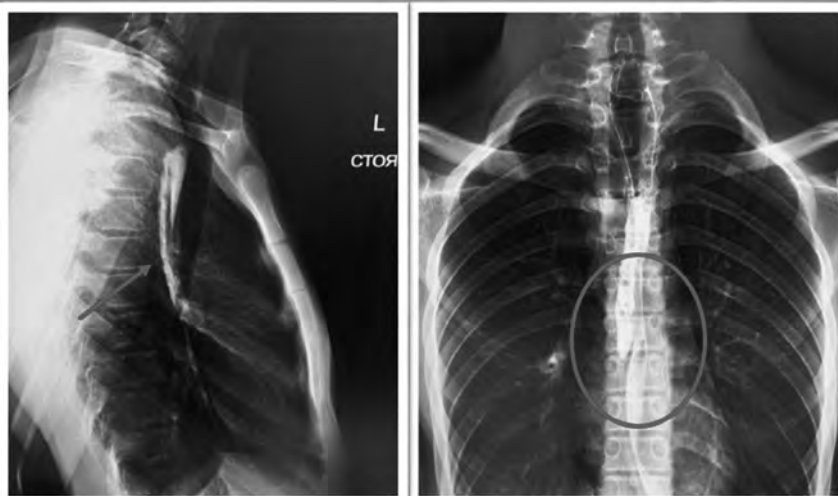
Рентгеноконтрастное исследование пищевода (отмечен участок расщепления стенки пищевода с затеком контраста в слепой карман)
